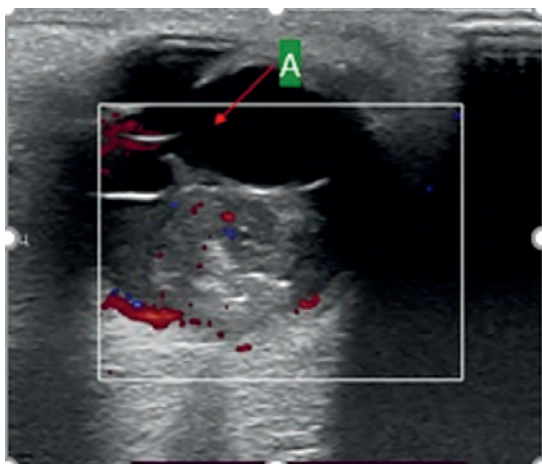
Девочка, 1 год 8 месяцев. УЗИ глаза: РБ с морфологически подтвержденным распространением в СТ (стрелка А)
